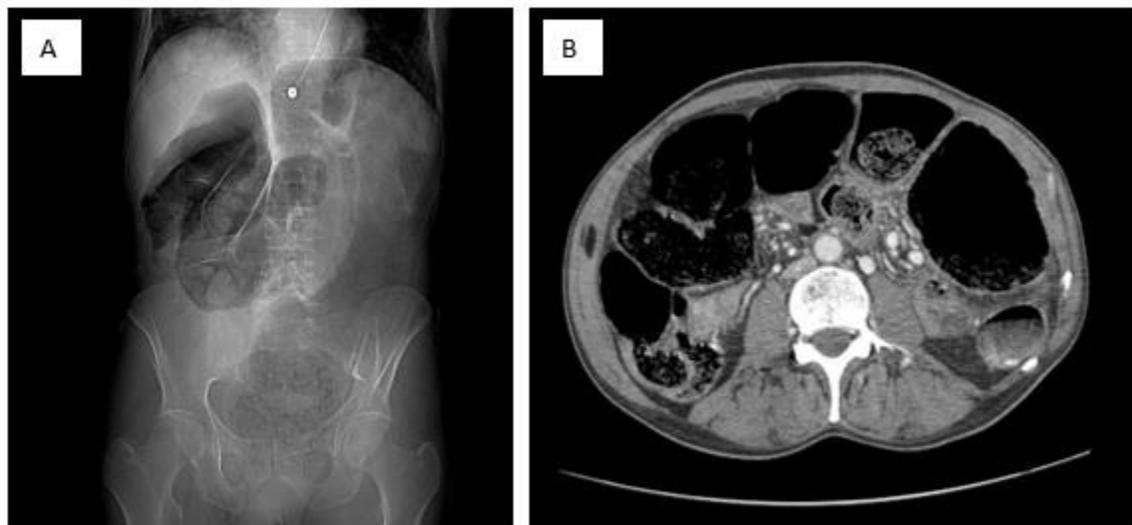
TAC de abdomen. A. Scout. Muestra gran dilatación intestinal en marco cólico. B. Corte transversal. Se observa megacolon con material aerofecal, y pequeño nivel denso en el colon descendente que sugiere sangrado intraluminal.
